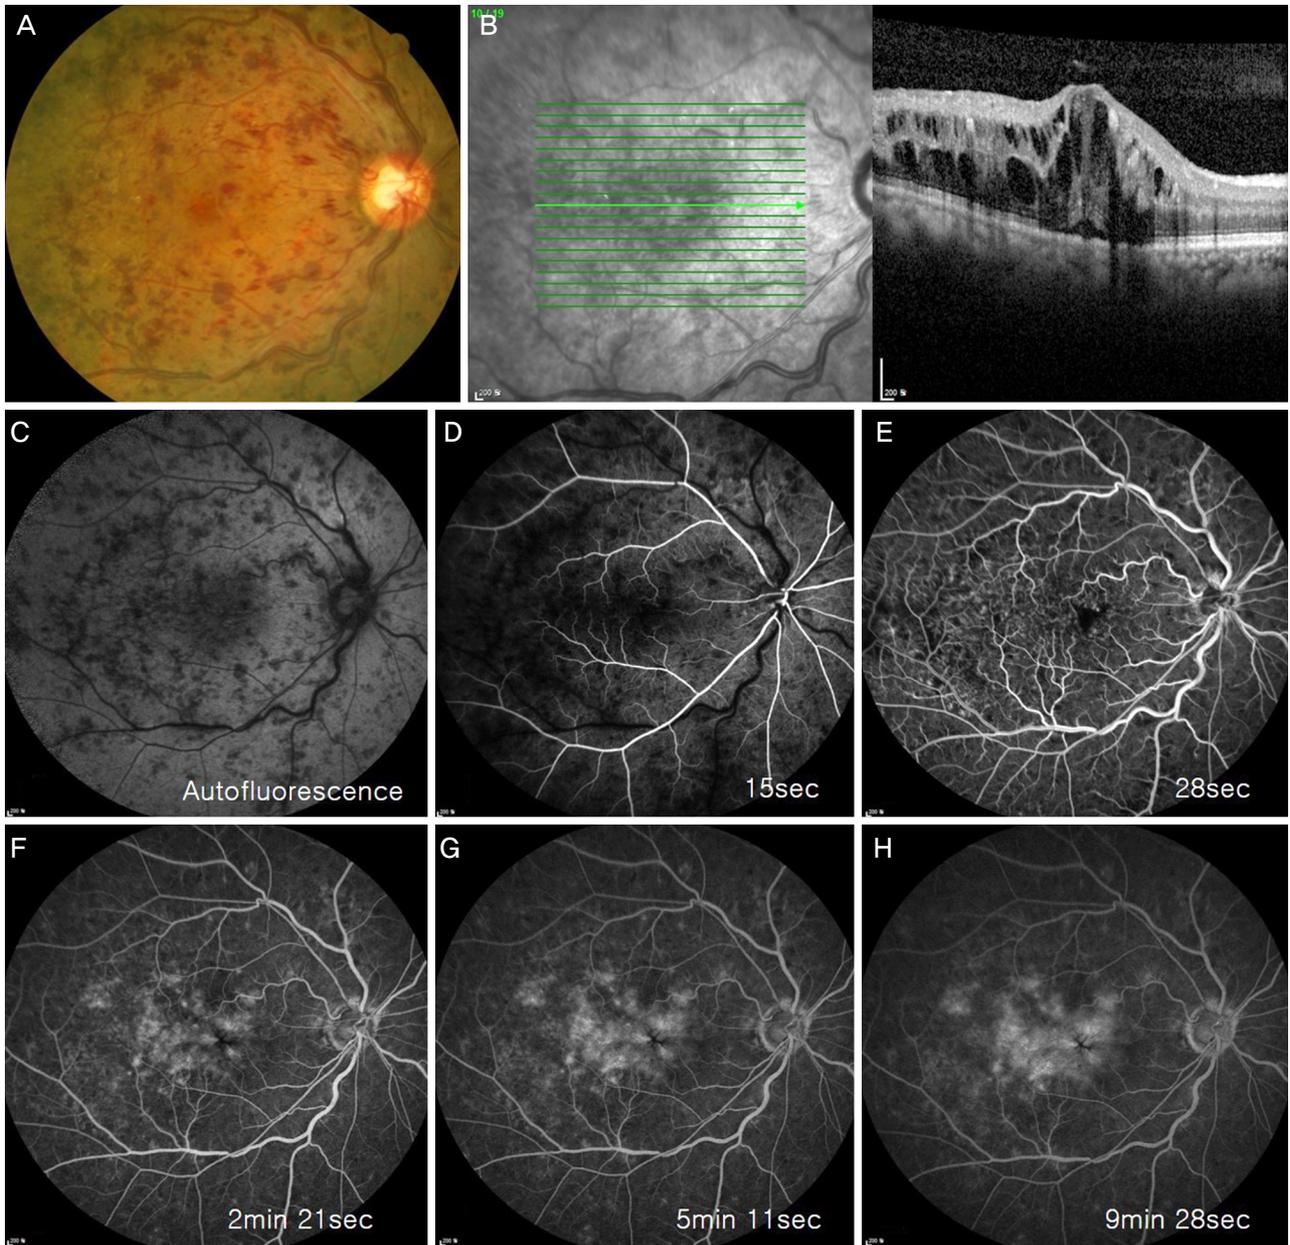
Fundus photography, optical coherence tomography and fluorescent angiography images in an eye with central retinal vein occlusion. (A) A fundus photography showing tortuosity and dilatation of all branches of the central retinal vein, flame-shaped hemorrhages, optic disc and macular edema before implantation. (B) Optical coherence tomography showing macular edema before implantation. (C-H) Fluorescent angiography images showing retinal hemorrhage and leaking before implantation.
